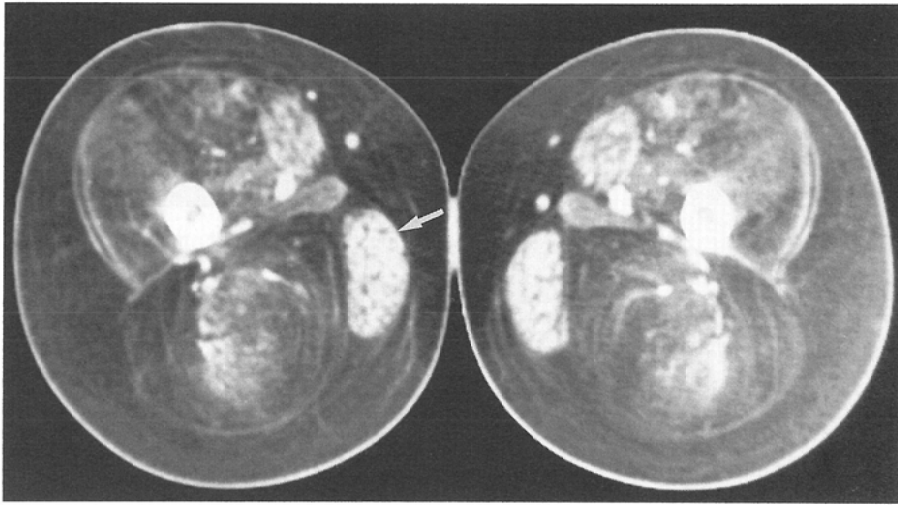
CT scan through the thigh of a 11-year-old boy with DMD. The densities of the gracilis (arrow) and the sartorius remain relatively preserved. The decreased density of the biceps femoris is most prominent among the hamstrings.
